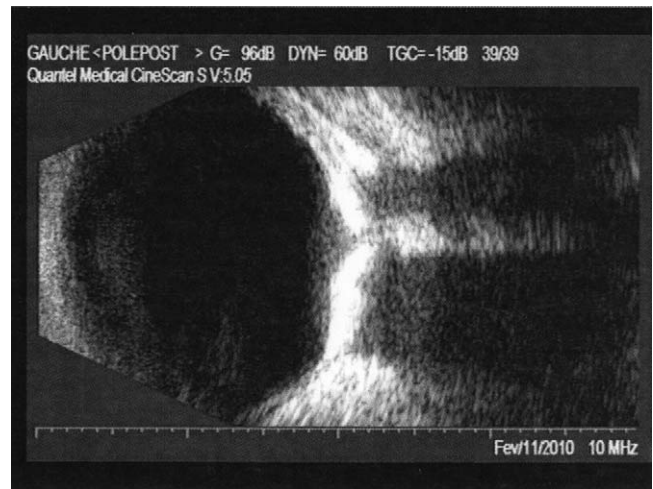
Échographie oculaire gauche en mode B : surface hyper-échogène péripapillaire avec masquage postérieur total en faveur du diagnostic d'ostéome choroïdien.
